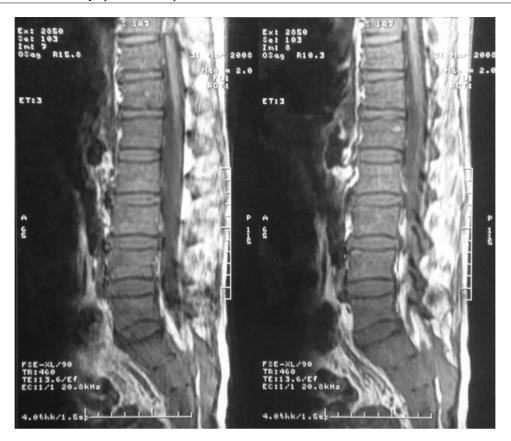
Résultats de l'IRM dorso-lombaire montrant des lésions osseuses lombosacrées et iliaques gauches avec épidurite tumorale.
